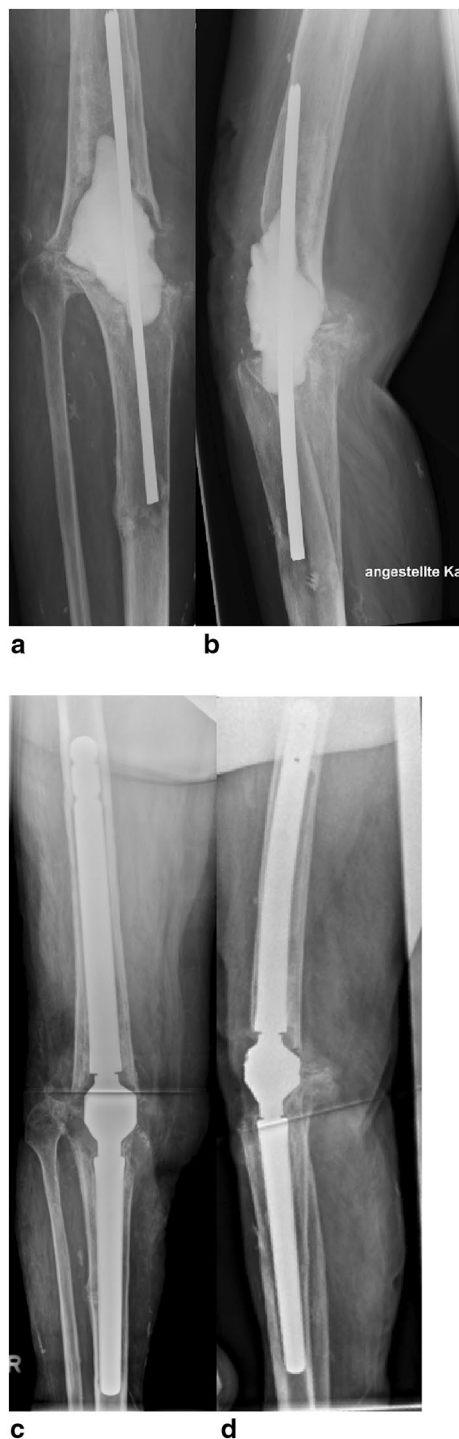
a, b AP and lateral radiographs of a 55-year-old-female patient with infected total hinged TKA after removal and implantation of a static, antibiotic-loaded cement spacer. c, d AP and lateral radiographs of the same patient after arthrodesis with a press fit modular intramedullary prosthesis system
